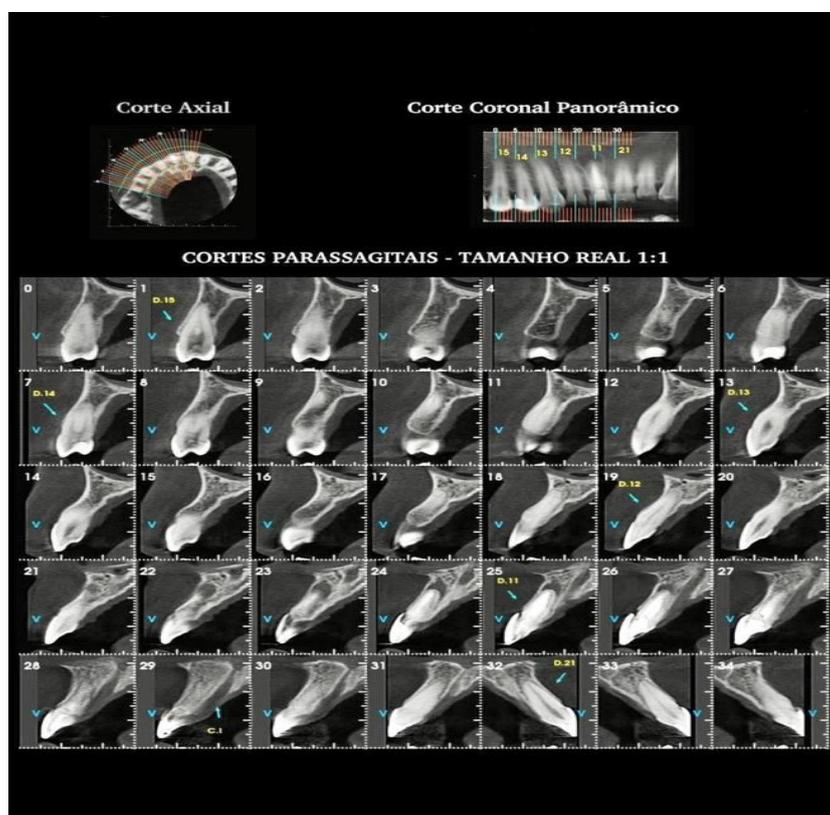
(Tomografia computadorizada de feixe cônico de alta resolução)
